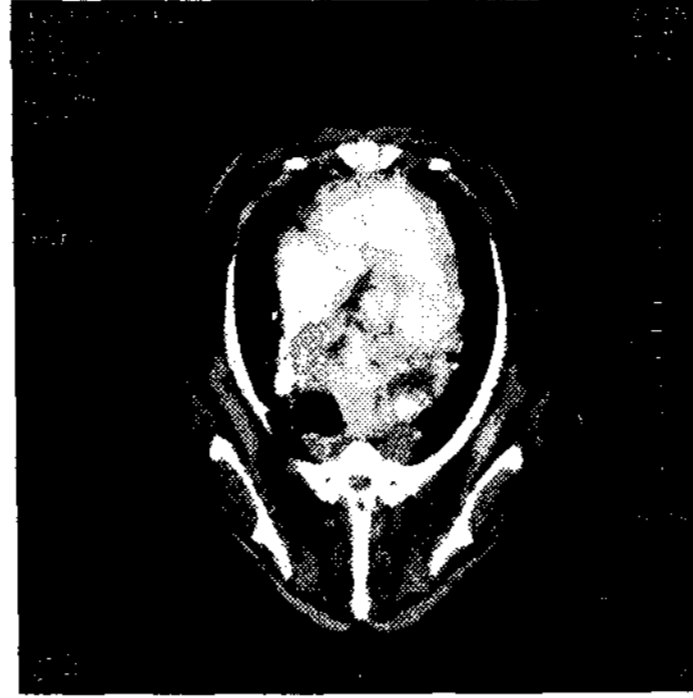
흉부의 CT 영상. 전종격동 내에 이질적인 조영증강 패턴을 보이는 대형의 종괴가 존재한다. 이 종괴에 의해 기관과 전대정맥이 오른쪽으로 변위되어 관찰된다. 또한 이 종괴의 위치는 심저부 등쪽에서 유래한 것으로 생각되며, 더욱 등쪽으로는 흉추에 까지 이르는 것을 알 수 있다. 가장 가능성이 높은 감별진단으로서는 심저부종양 또는 전종격동 내의 종양 등이 해당될 수 있다. 이와 같이 CT는 구조의 중복을 피한 영상화가 가능한 것이 가장 큰 장점이다.
